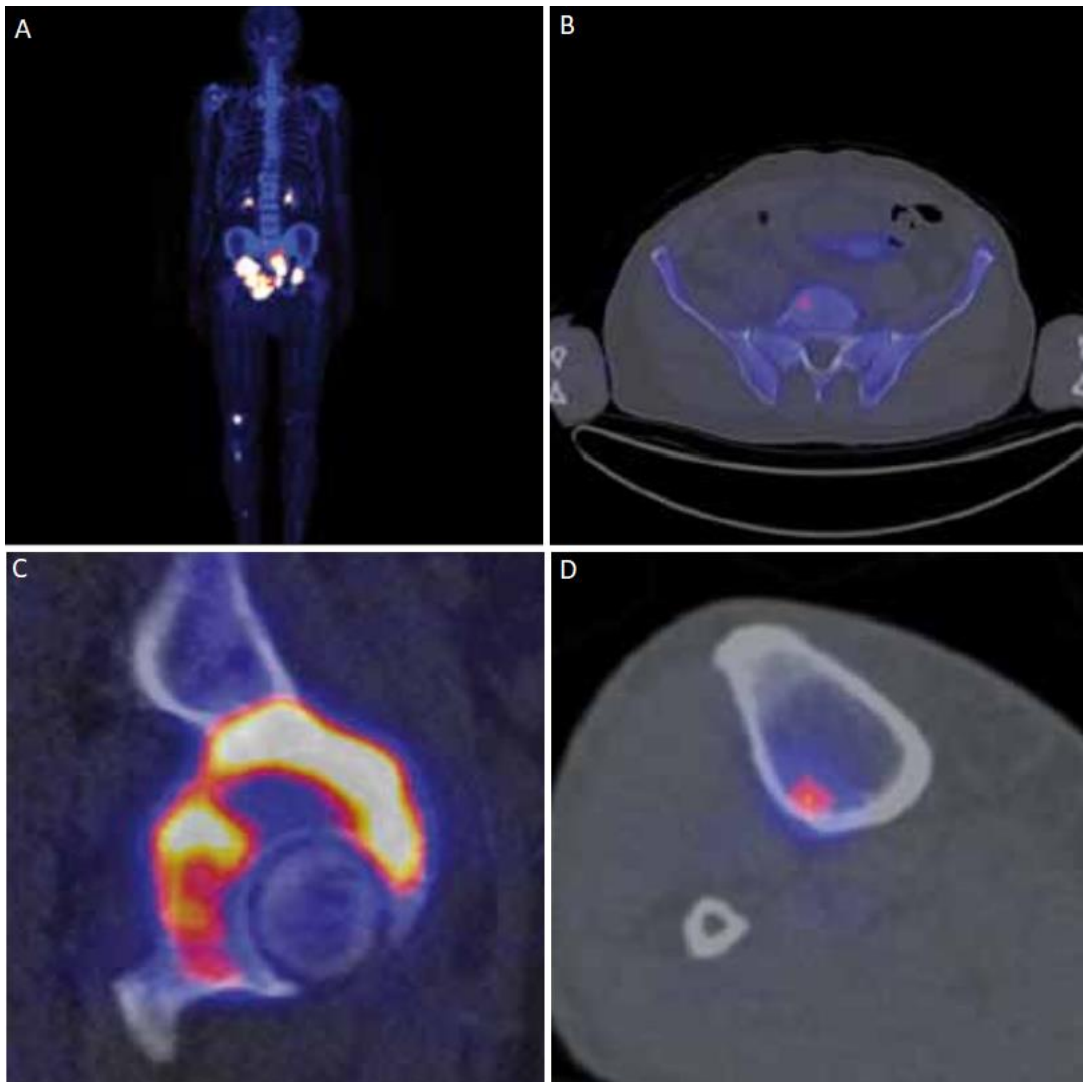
PET/CT vyšetření pomocí ¹⁸F-FDG – Tenzní pacient (Zdroj: Tichý, 2009)
